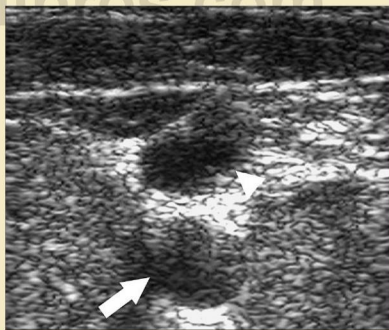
Ecografía anormal que indica oclusión de la vena yugular. La vena yugular y la colateral han convergido 1 cm caudal a este punto para formar una vena única (*cabeza de flecha*).
